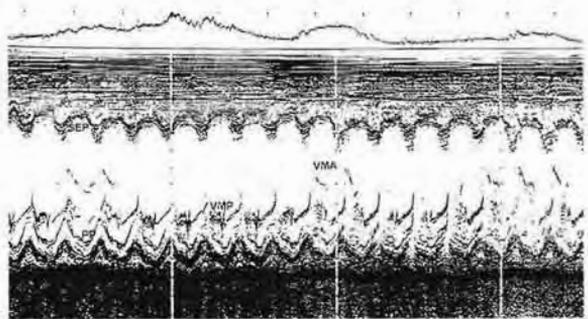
Ecocardiograma modo M. Endocarditis infecciosa sobre válvula mitral nativa. Se aprecian verrugas a nivel de la válvula posterior (VMP). VMA: Válvula mitral anterior. PP: pared posterior. SEP: tabique interventricular.
